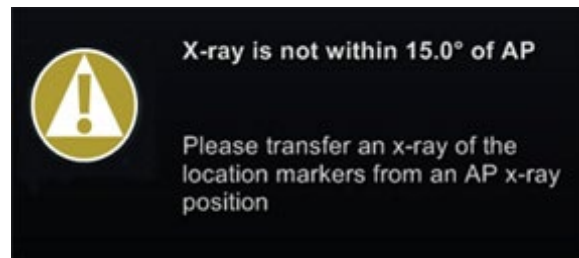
Message – « X-ray is not within 15.0° of AP » (L'arceau ne se trouve pas dans les 15,0° de la position AP)
